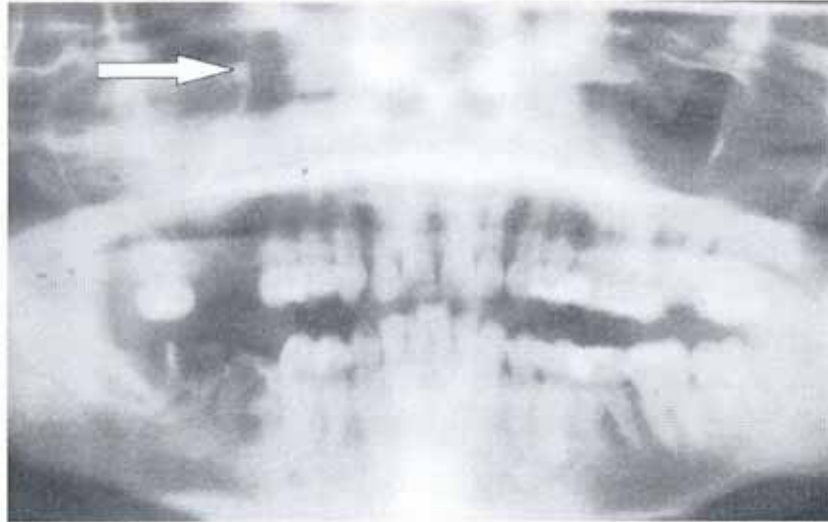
Panoramic radiographic view. Residual root in the superior and medial region of the right maxillary sinus (arrow).
